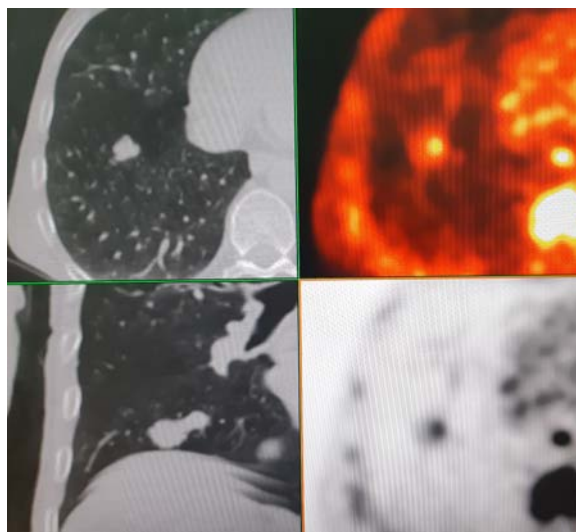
Воспалительные изменения в правом легком, симулирующие злокачественное образование с высокой метаболической активностью ($\text{SUV}_{\text{max}}2,6$)
